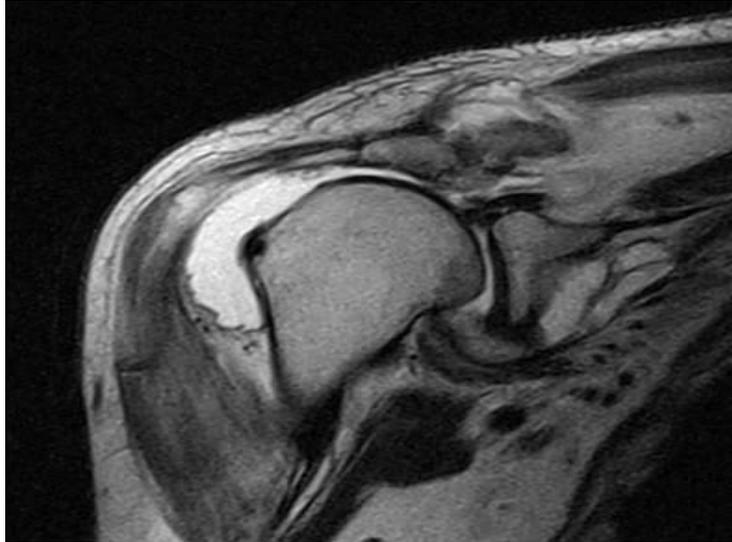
Proyección frontal de la articulación del hombro derecho mediante IRM.
